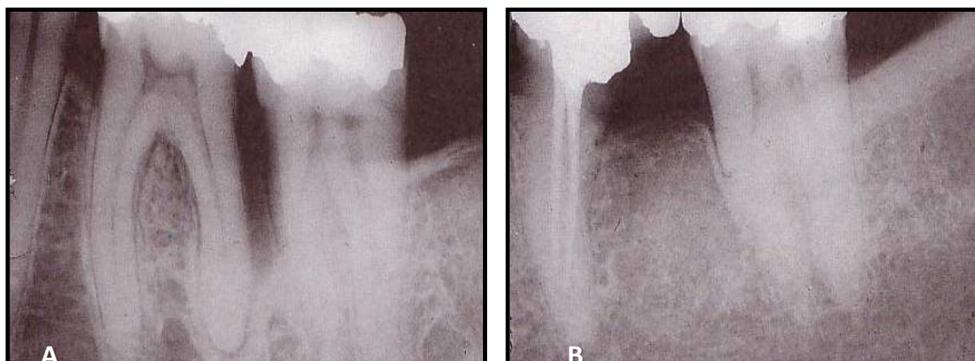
Amputación radicular: A) Radiografía donde se evidencia una bolsa profunda en un 46 que optamos por hacer una amputación (antes de la amputación se realiza una endodoncia vital y se obtura con Hidróxido de Calcio B) Aspecto clínico a los 3 meses de la cirugía en la que no se evidencian bolsas.
